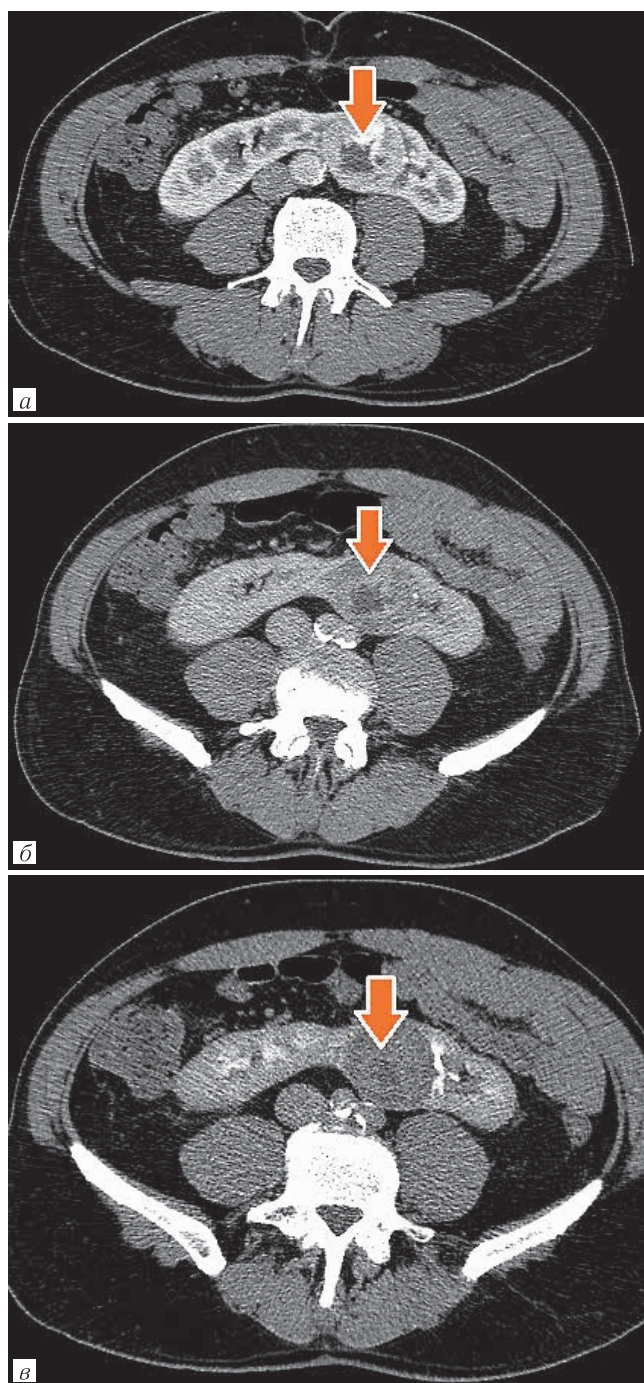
Компьютерная томография, паренхиматозная фаза. Опухоль левой половины подковообразной почки на уровне нижней трети: *а* — аксиальная проекция; *б* — фронтальная проекция; *в* — сагиттальная проекция
